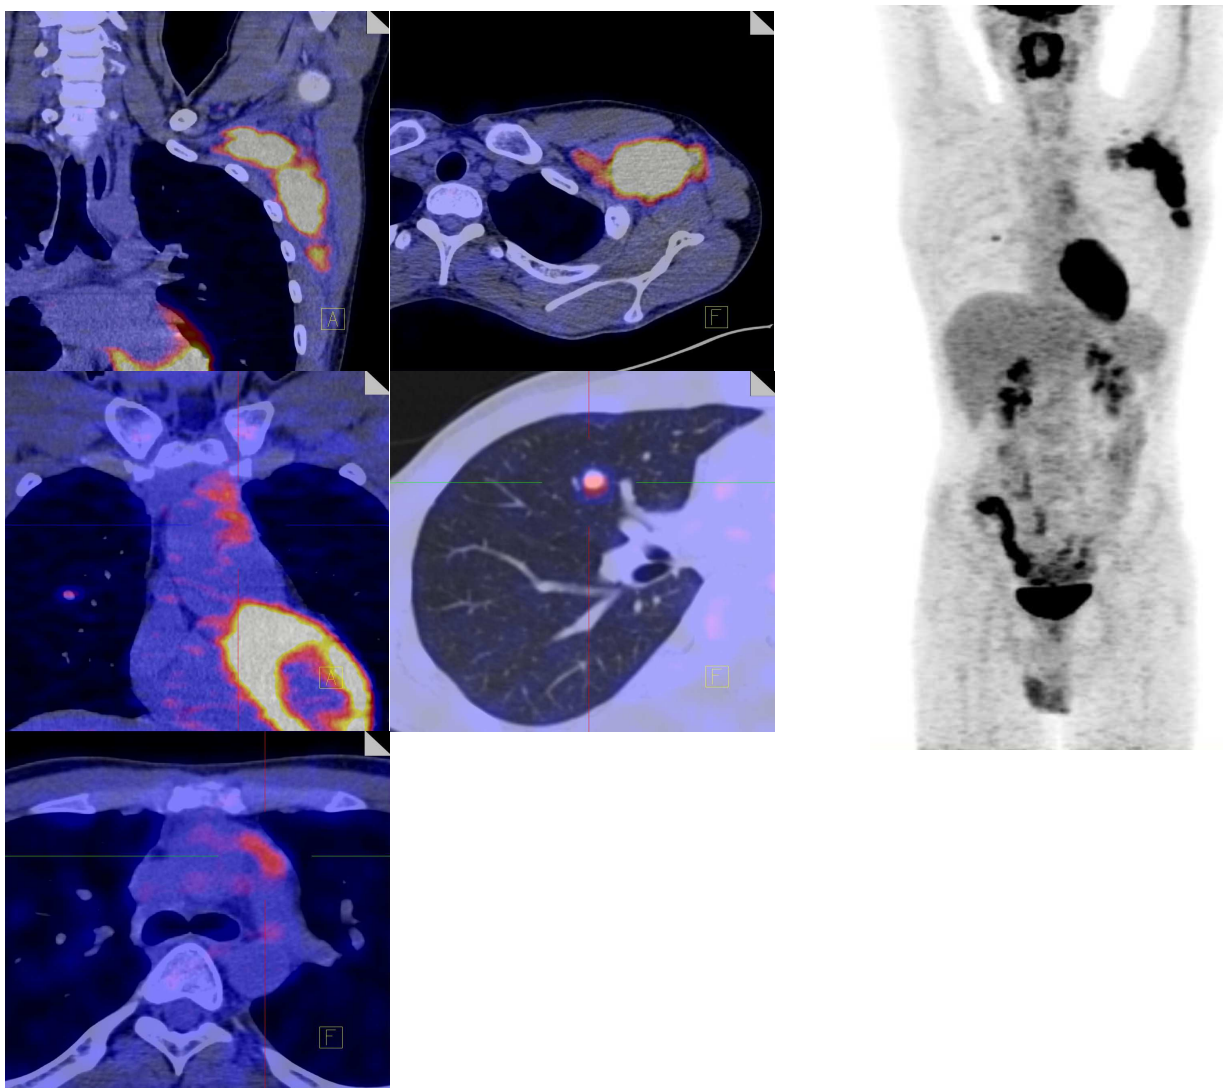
Больной Р., 20 лет. Данные ПЭТ/КТ до начала терапии Ниволумабом. Тотальный метаболический объем опухолевой ткани (TMTV): $132,62\text{см}^3 + 0,15\text{см}^3 + 28,7\text{см}^3 = 161,47\text{см}^3$. Наивысший балл по Deauville: 5
